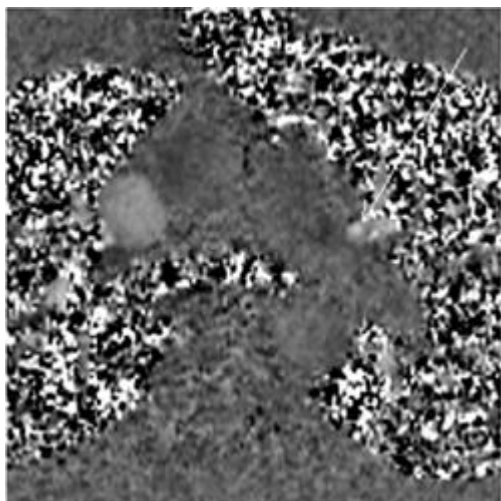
Фазово-контрастное МРТ
